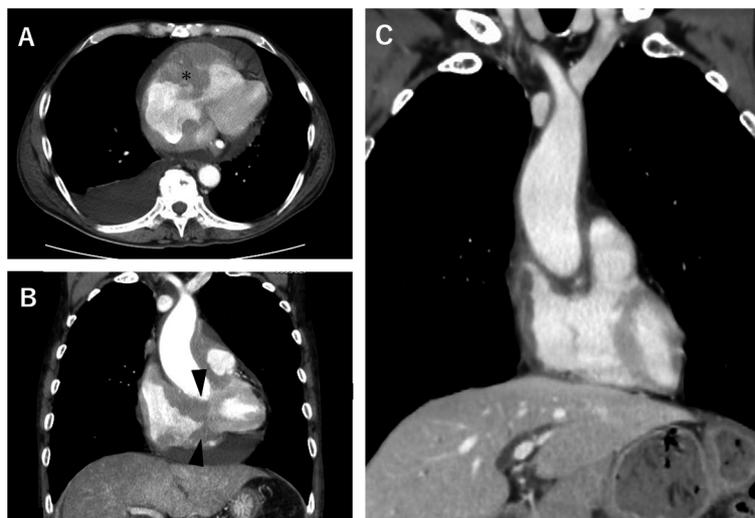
Preoperative axial (A) and coronal (B) computed tomography showing the tumor in the right atrium and ventricle (asterisk and arrow heads).
